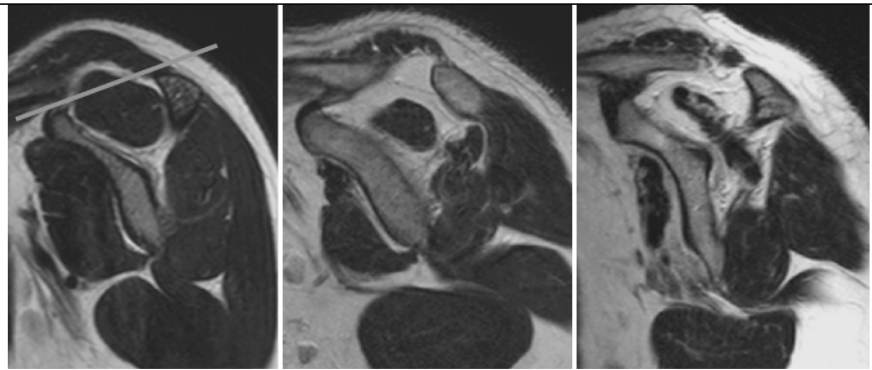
▲ MRT, T2w sagittal, Verfettung und Atrophie der Rotatorenmanschettenmuskulatur nach Ruptur mit dem so genannten Tangenzialzeichen (Linie)
